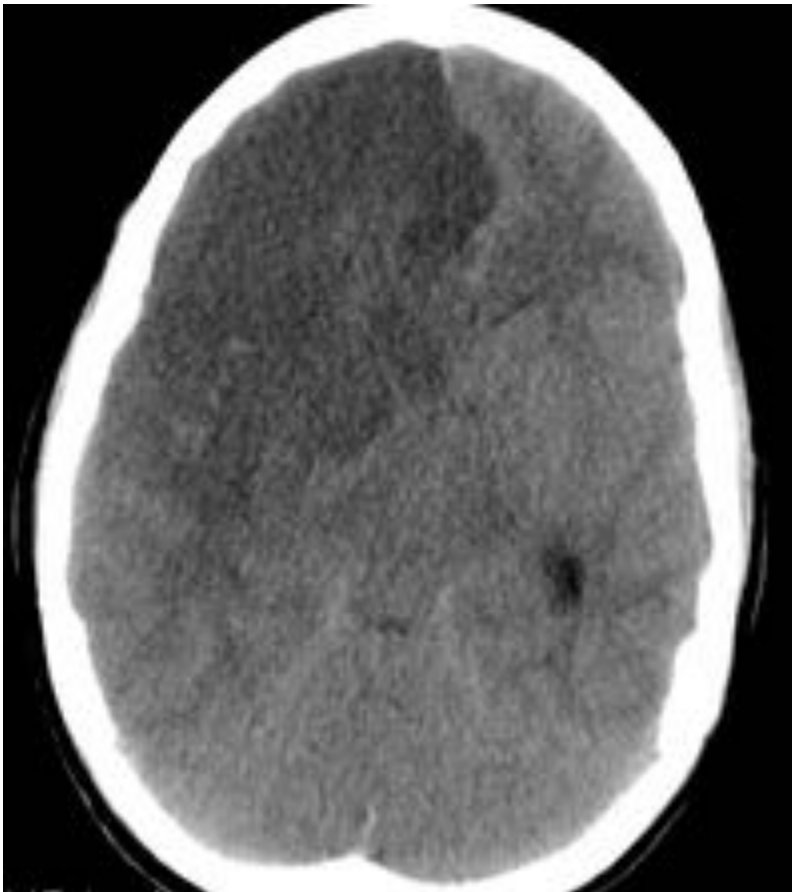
TC sin contraste: paciente de 12 años con ACV extenso en territorio de la ACM derecha.
